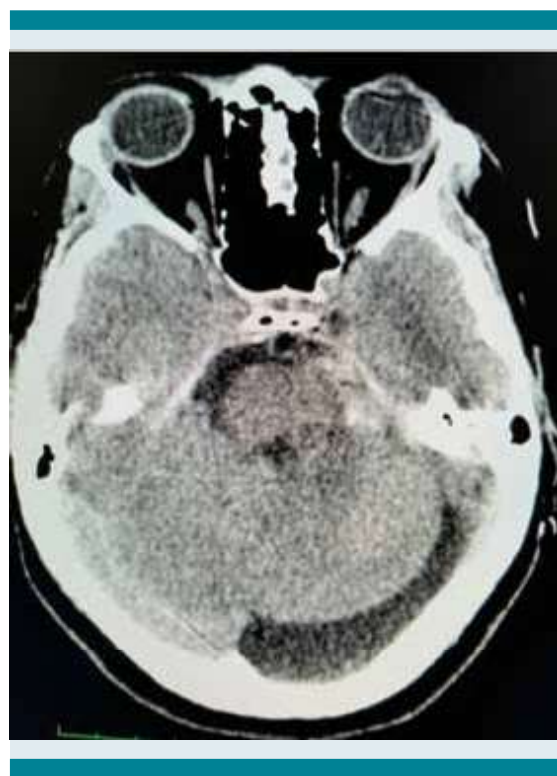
Tomografía computarizada de cráneo simple en corte axial a nivel de fosa posterior. Se identifica una zona de hiperdensidad heterogénea que ocupa la región de la cisterna prepontina y se extiende hacia las cisternas basales y el espacio subaracnoideo peritroncal. Asimismo, se observa una colección hiperdensa con efecto de masa que distorsiona la anatomía del parénquima cerebeloso, con desplazamiento de las estructuras de la línea media y compresión de la cisterna perimesencefálica. La imagen sugiere un evento hemorrágico complejo de localización mixta (subaracnoidea e intraparenquimatosa).
